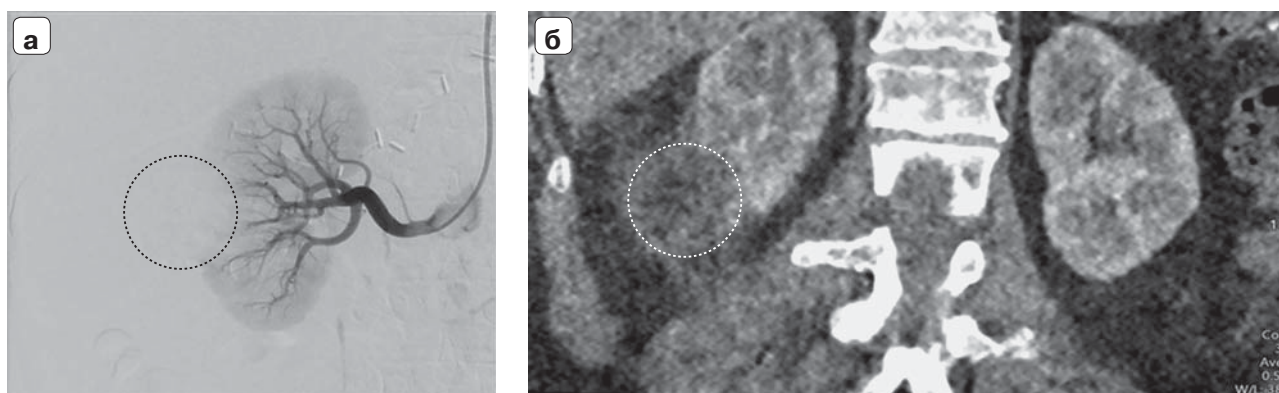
Пациентка У., 52 года. Лучевая картина АМЛ правой почки на 5-й день после проведения трансартериальной эмболизации. а – контрольная ангиография, отсутствие визуализации ветвей патологической сети опухоли; б – КТ-изображение в корональной плоскости в кортико-медуллярную (артериальную) фазу. Опухоль обведена пунктирной линией, отсутствие питающих сосудов.
